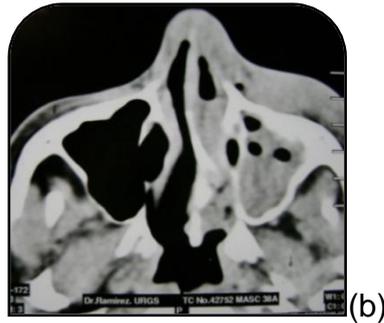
(b) TC, corte axial en el que se muestran áreas hiperdensas en seno maxilar derecho, así como en la cavidad nasal derecha que involucra cornetes por inflamación y engrosamiento de la mucosa pituitaria.
